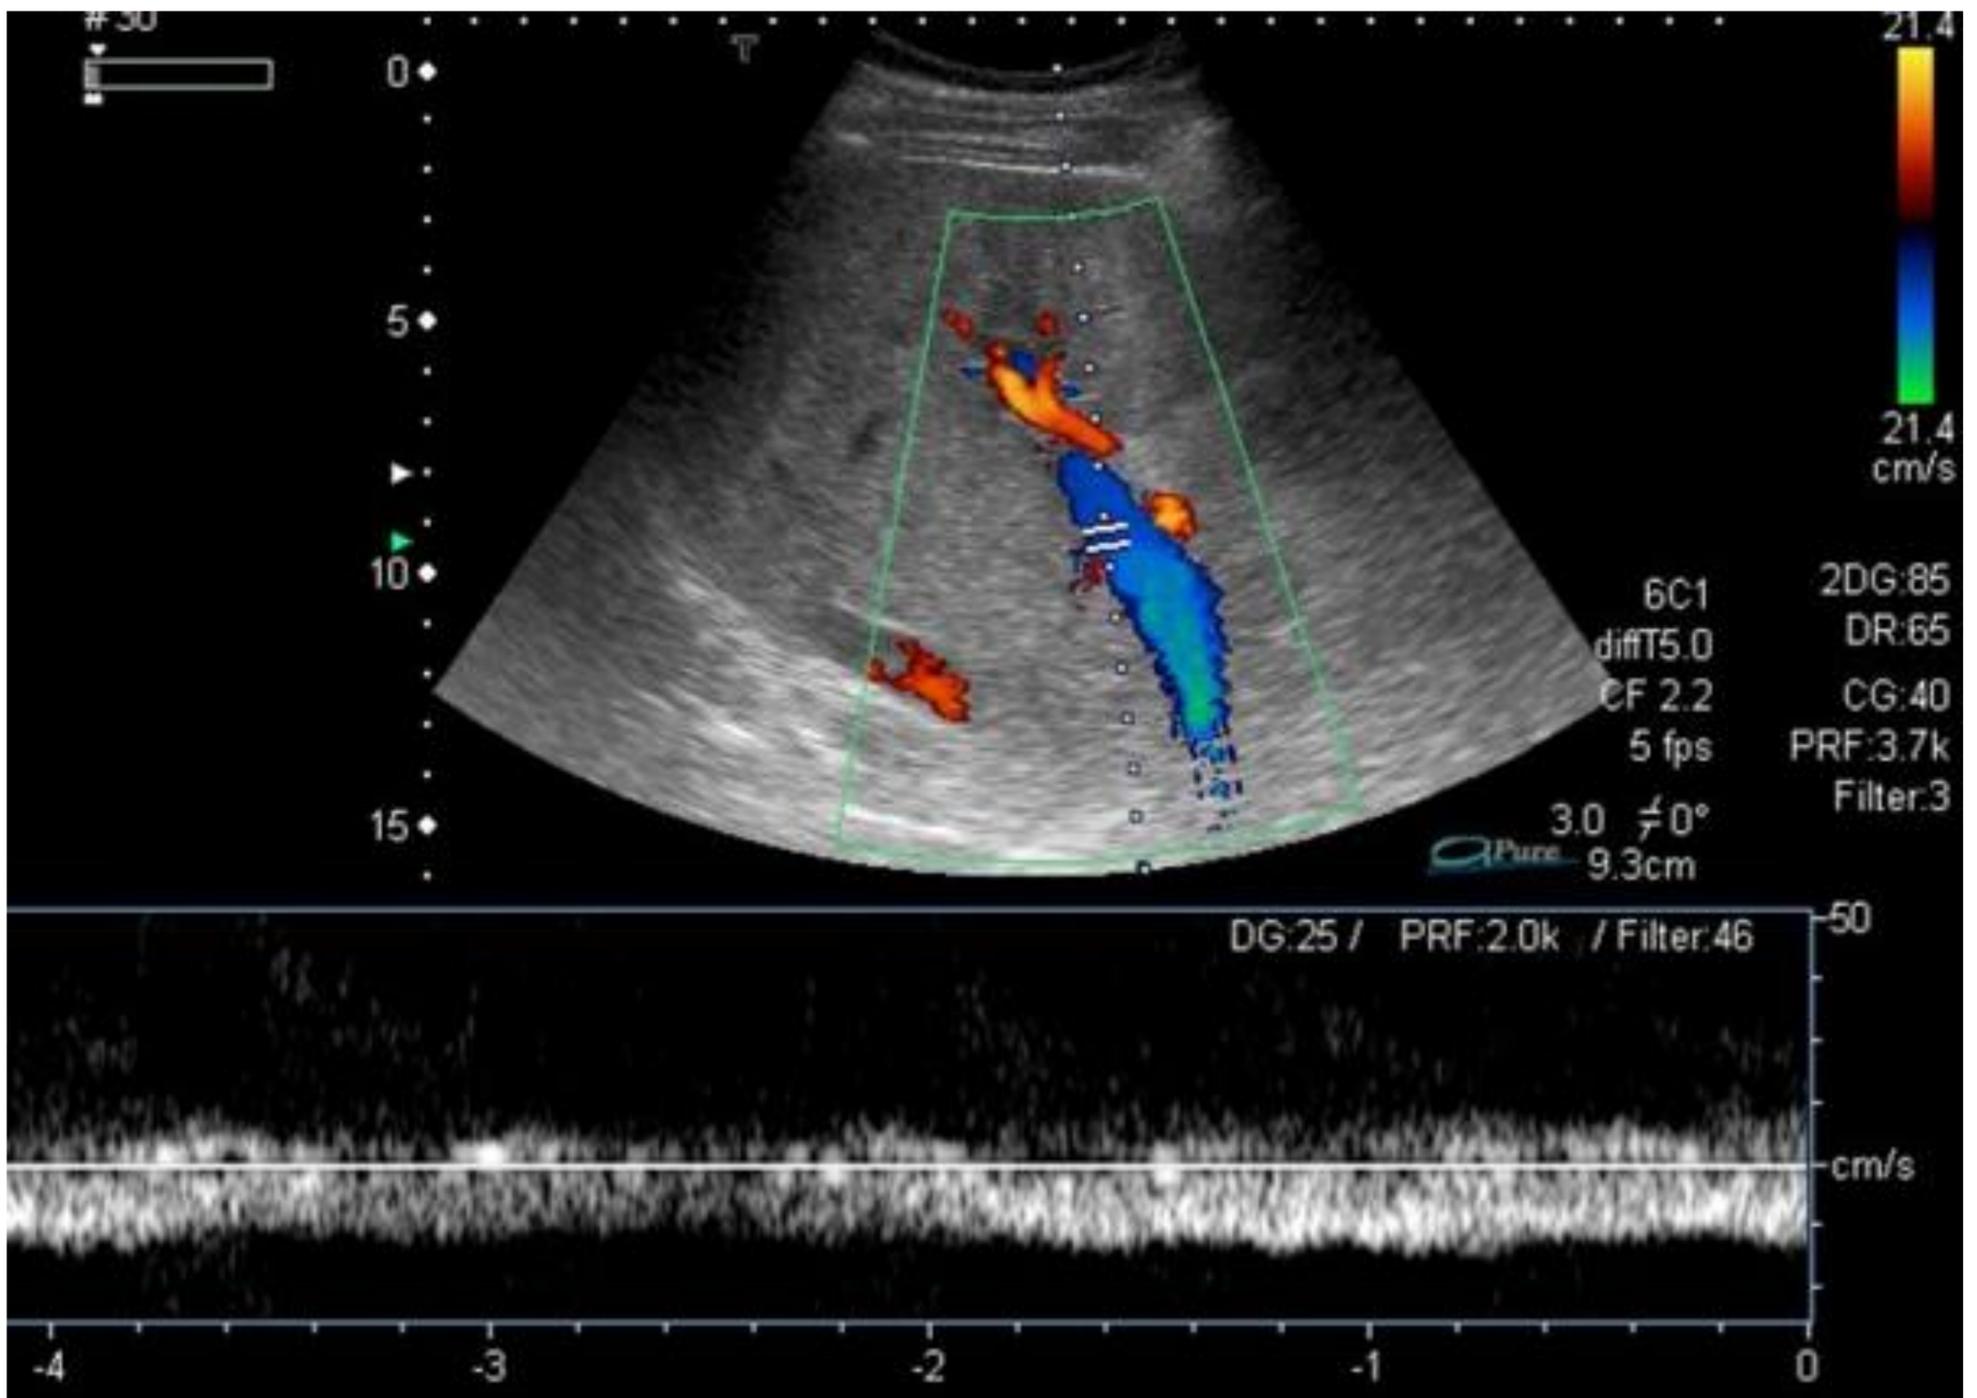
Ecografía Doppler color con flujo hepatófugo en la vena porta.
